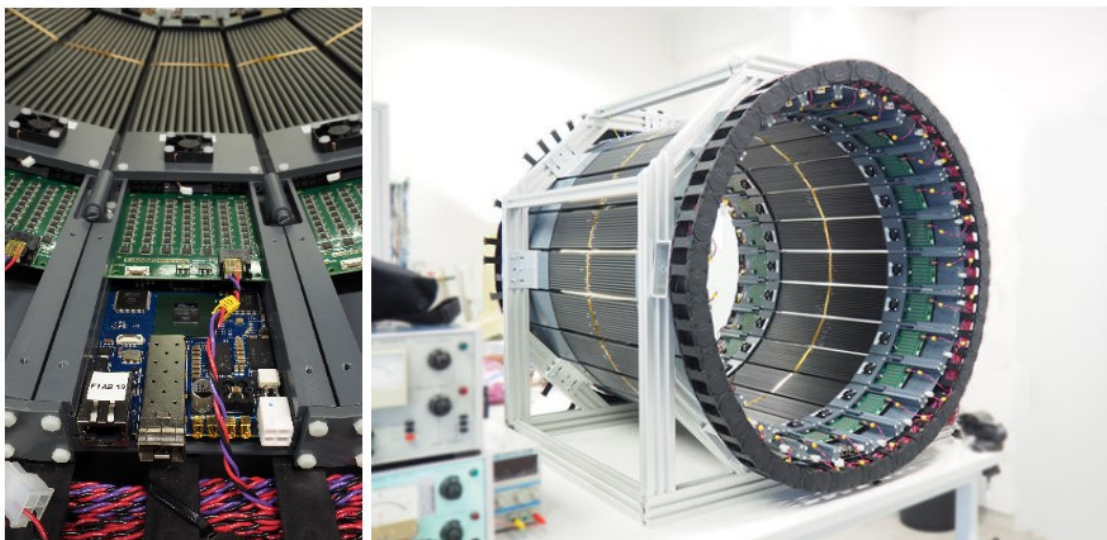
A sinistra: in verde la scheda di alimentazione che fornisce tensione a ciascun fotomoltiplicatore SiPM separatamente e in blu la scheda che converte i segnali analogici in digitali. A destra: prototipo mobile di J-PET dopo l'assemblaggio meccanico. Il rivelatore è costituito da 24 moduli di rivelamento. Ogni modulo può essere facilmente estratto per la manutenzione e pesa circa 2 kg in totale ed è composto da 13 scintillatori letti su entrambi i lati da array di 1×4 SiPM [19].
